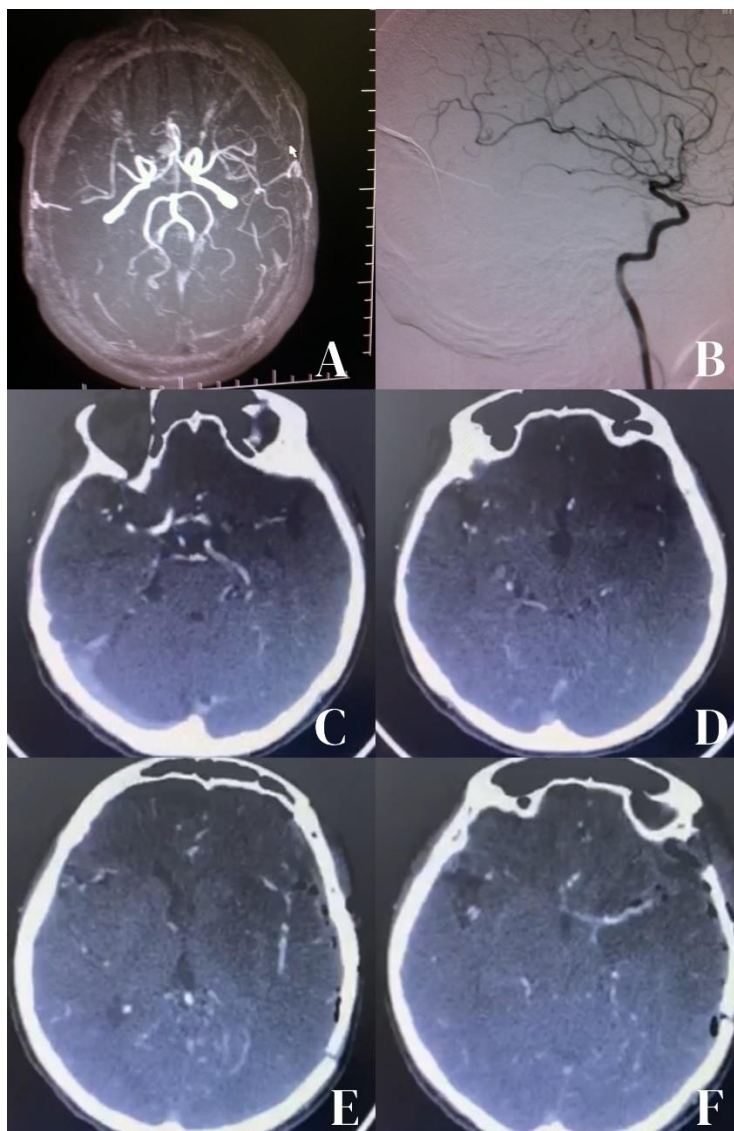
Exame de dois indivíduos submetidos à TM 2-1-2. Indivíduo 1: A – angio TC antes da TM; B – arteriografia depois da TM. Indivíduo 2: C/D - angio TC antes da TM; E/F - angio TC depois da TM.
